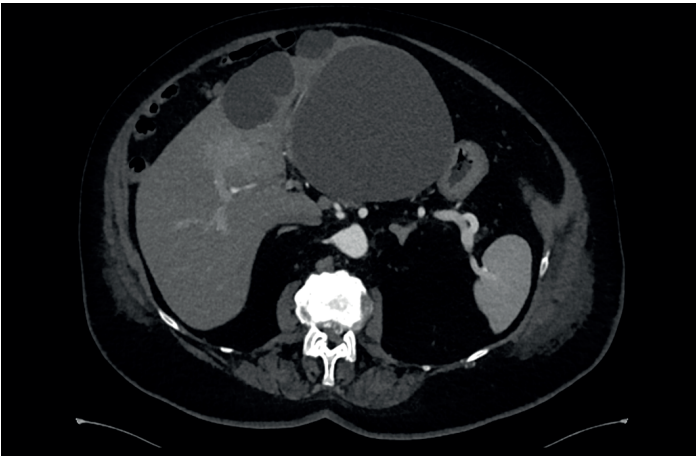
Такое же сложное поражение печени, обнаруженное с помощью компьютерной томографии.
